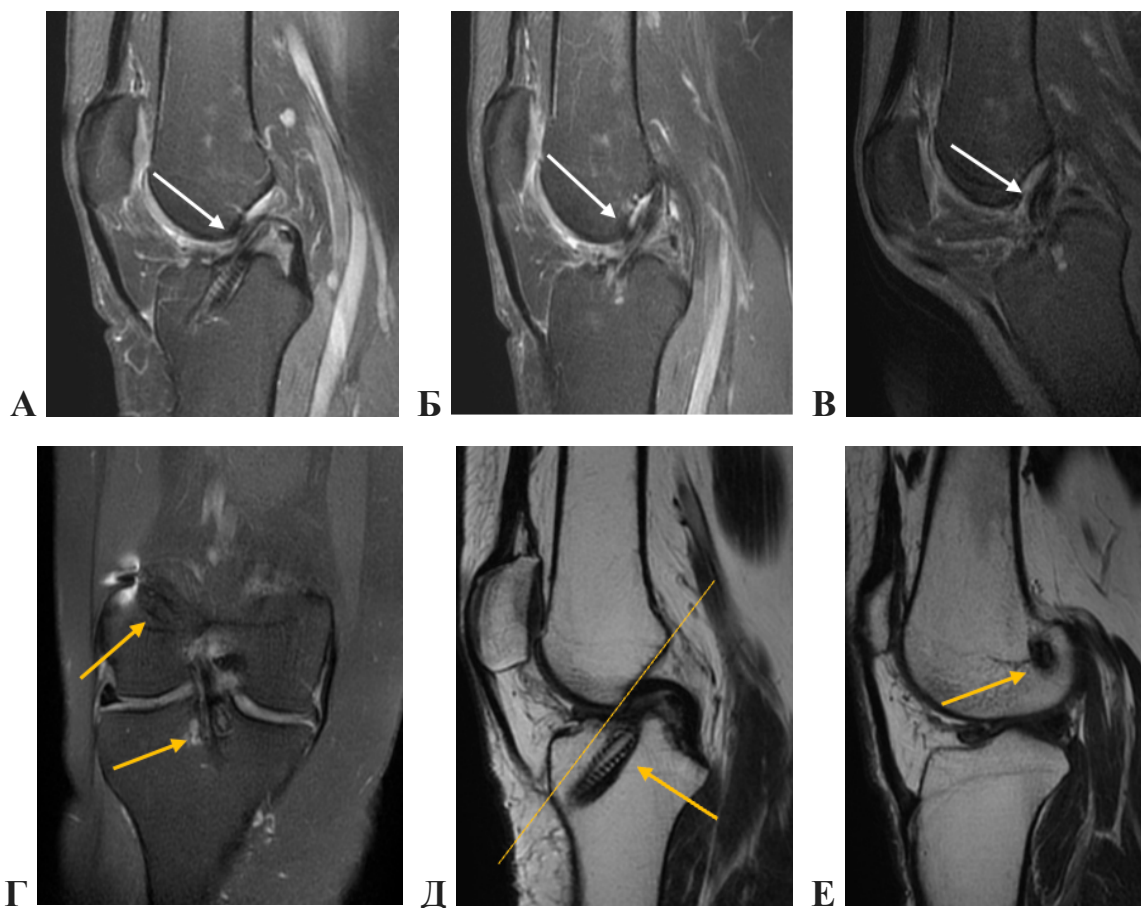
Пациентка М., 38 лет. Диагноз: подозрение на разрыв трансплантата ПКС. МРТ (А, Б, Г, Д, Е), фМРТ (В). Белой стрелкой показан трансплантат ПКС, сплошная линия – через передние отделы крыши бедренной вырезки (линия Blumensaat).
